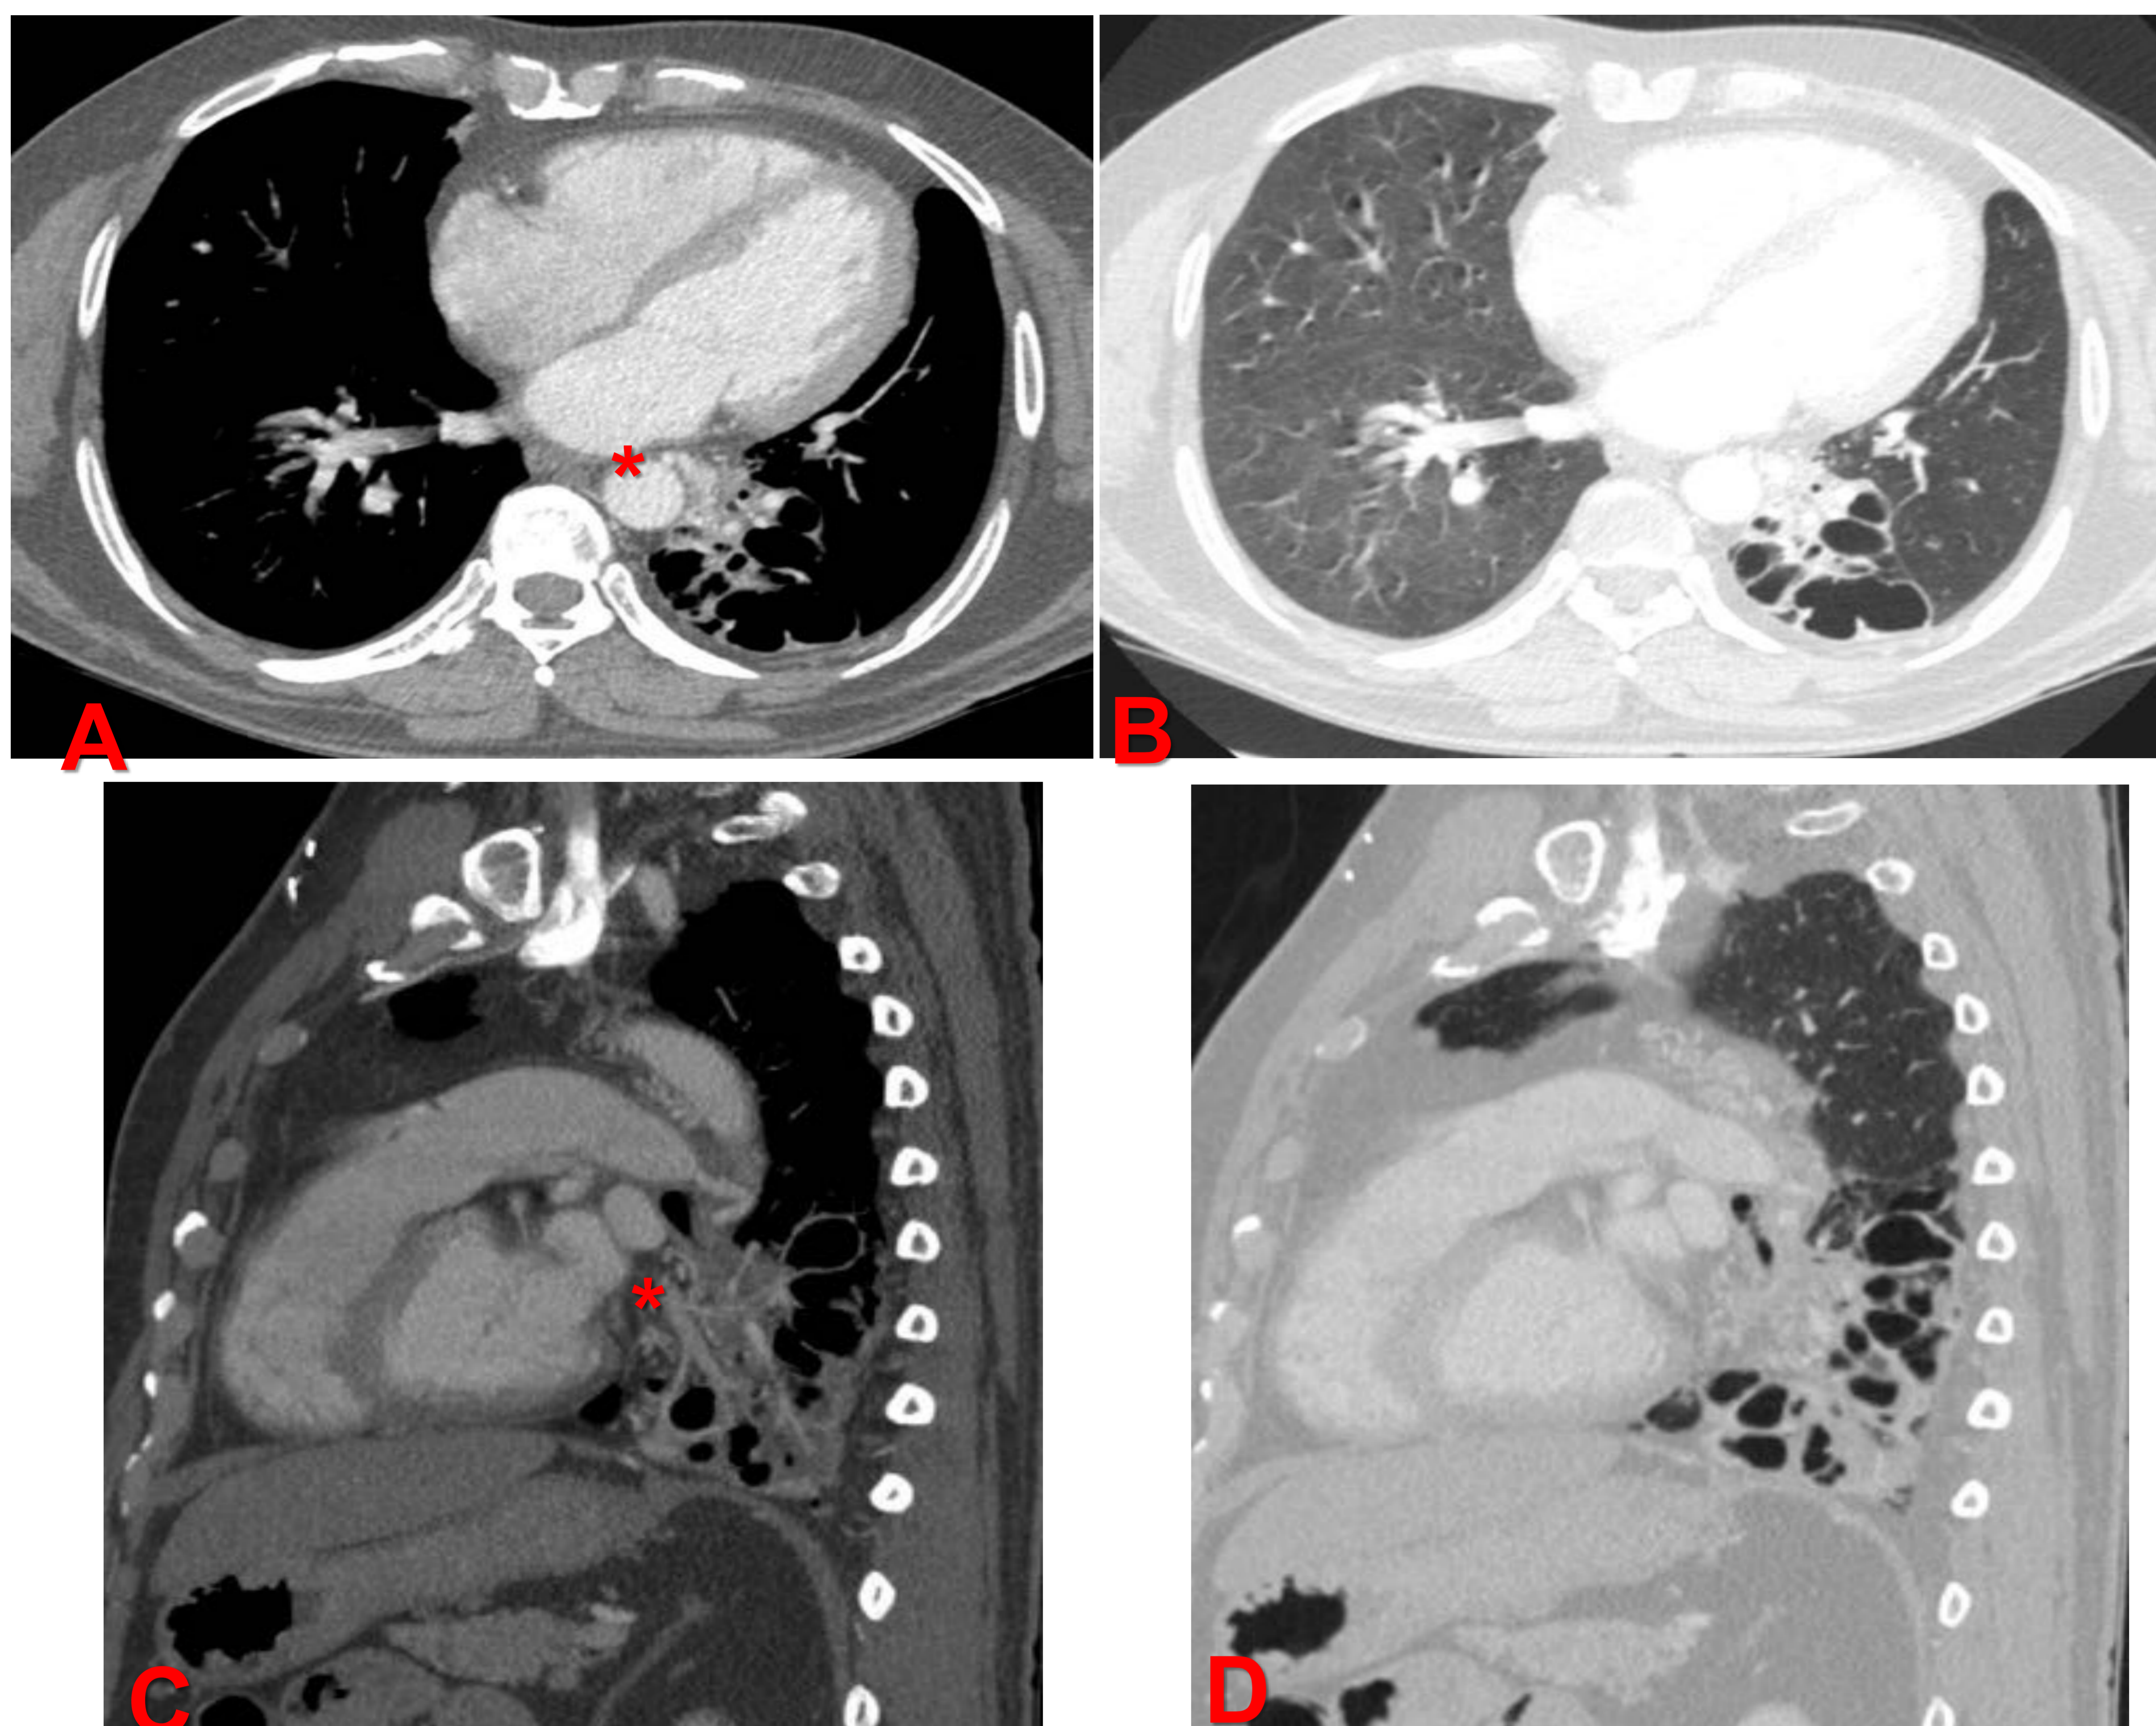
Imagen A,B,C y D. CASO 1: Paciente de 44 años, que es derivado al servicio de radiología intervencionista por, hemoptisis amenazante se realiza TC que muestra: Malformación congénita pulmonar y de la vía aérea tipo 1 o MAQ tipo 1. Lesión con múltiples quistes de hasta 3 cm de paredes finas (B y D cortes axial y longitudinal en ventana pulmonar). Asocia importante vascularización aberrante (A y C, cortes axial y longitudinal reconstrucción MIP ventana mediastínica) con arteria sistémica de la pared anterior de la aorta torácica (*).
